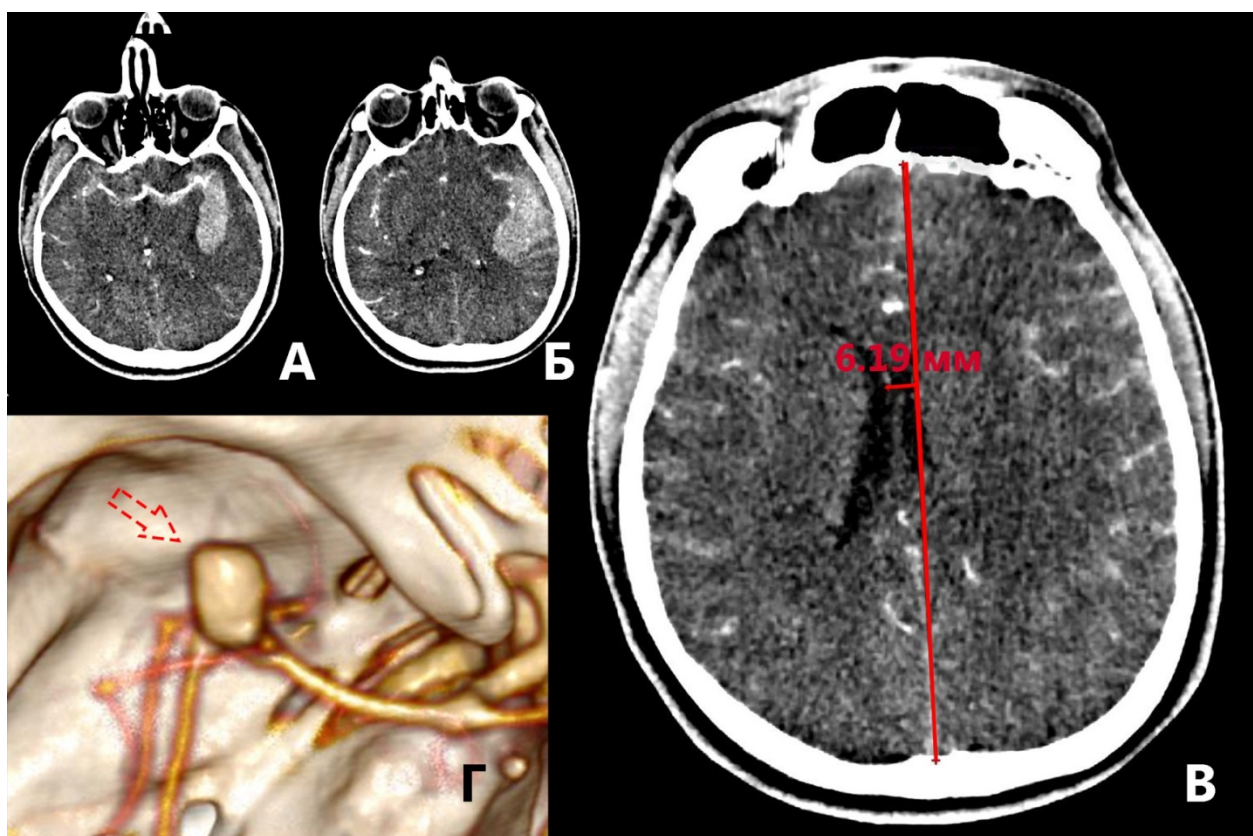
А, Б — данные МСКТ-АГ в день САК, определяется САК Фишер 4, гематома левой сильвиевой щели объемом около 40 мл. В — латеральная дислокация 6 мм. Г — определяется средних размеров аневризма бифуркации левой СМА.
